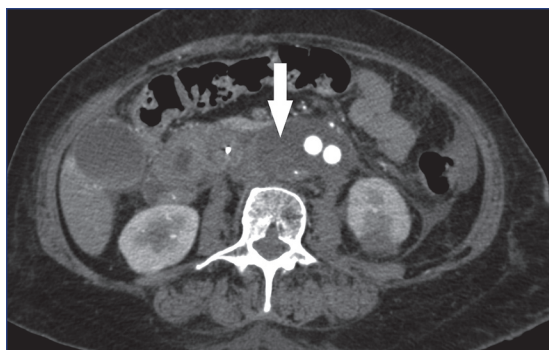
En la tomografía axial se observa un contenido periaórtico hiperdenso, compatible con un hematoma, secundario a la rotura de la aorta (flecha).
